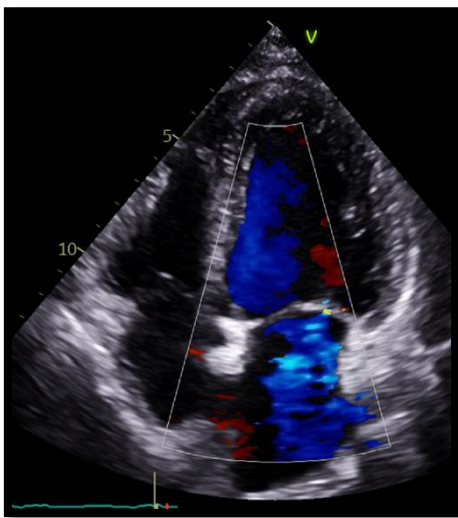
Ecocardiograma de control (eje apical) alta
